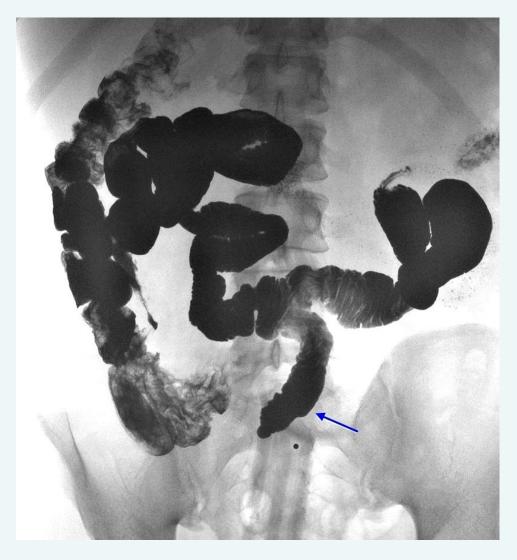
Рентгенография ДМ. (под стрелкой – ДМ)
